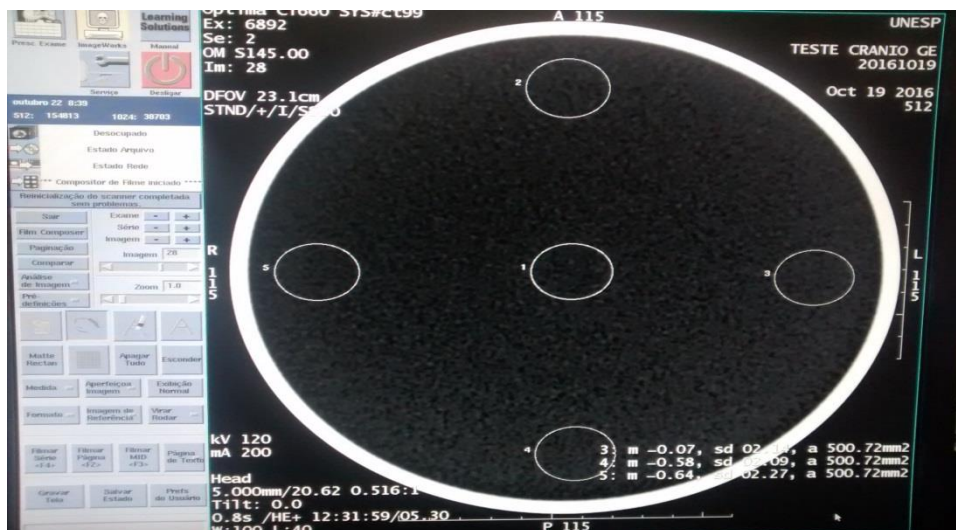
Inserção das 5 ROI's para análise de exatidão e uniformidade do número CT.
